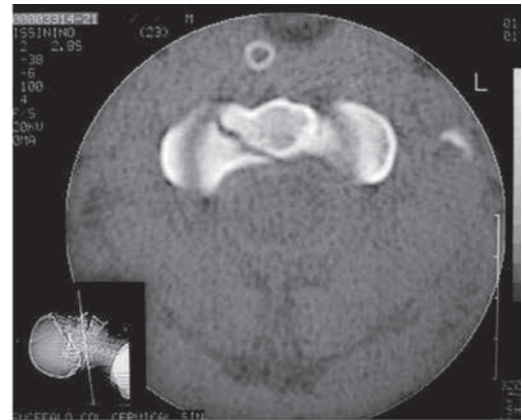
TC en trauma raquimedular: Fractura de base de apófisis odontoides
